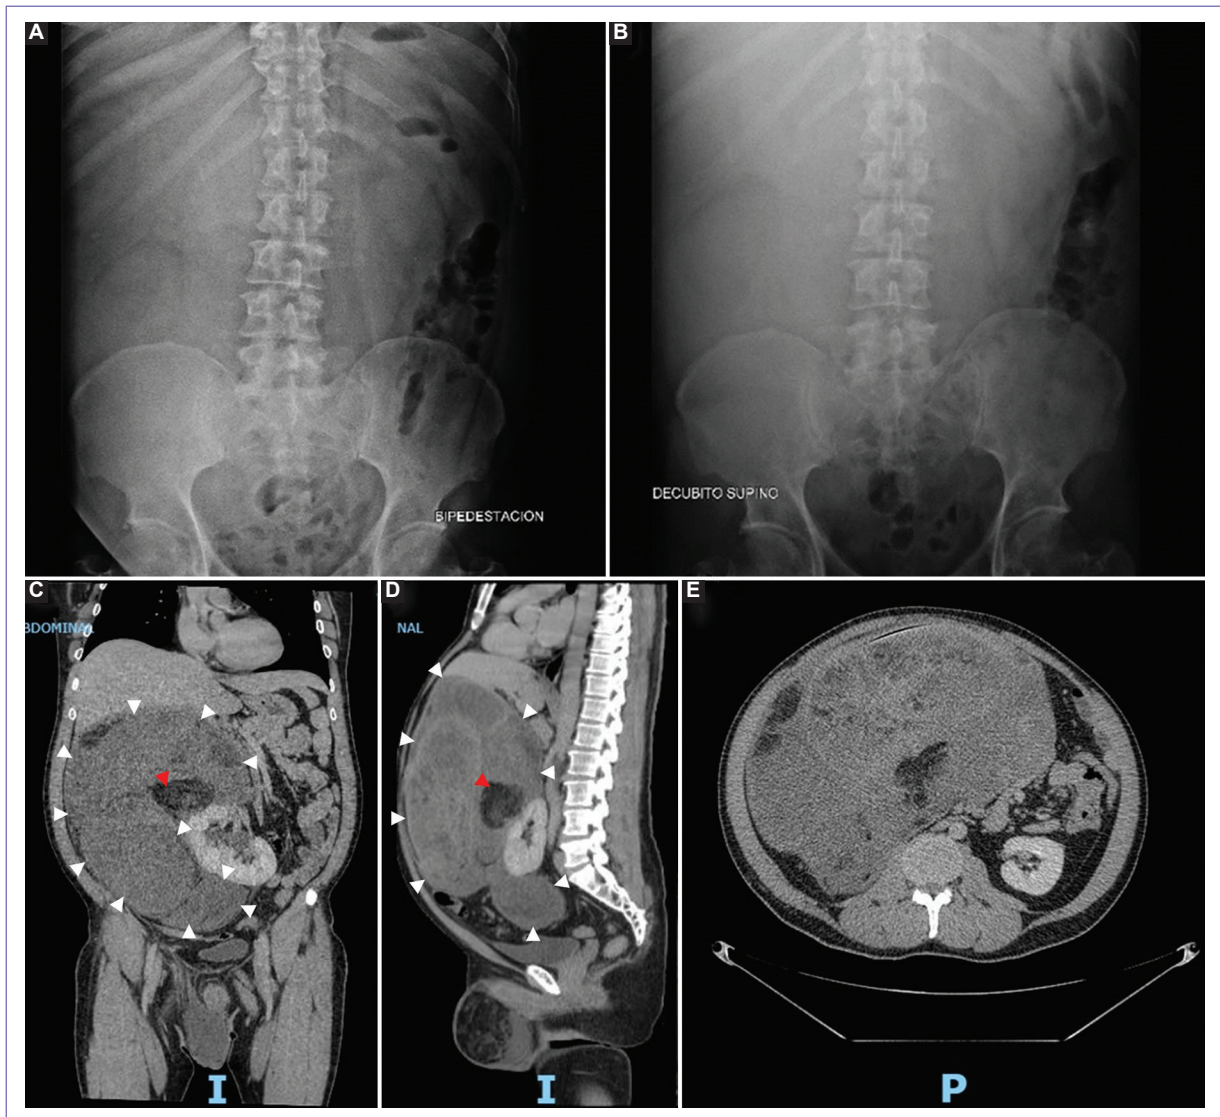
Estudios de imagen. Radiografía simple (A y B) y tomografía computarizada helicoidal contrastada de abdomen y pelvis en cortes coronal (C), sagital (D) y axial (E). A: radioopacidad en hipocondrio y flanco derecho, con sombra renal ipsilateral en posición anormal y desplazamiento izquierdo de asas intestinales a la bipedestación. B: línea del psoas derecho no visible (borramiento grasa) en decúbito supino. C y D: lesión retroperitoneal derecha de gran tamaño (flechas blancas) con densidad grasa central (flechas rojas), que desplaza riñón ipsilateral en sentido anteromedial. E: desplazamiento izquierdo de mesenterio de intestino delgado que cruza línea media por lesión antes descrita a nivel de L1.
